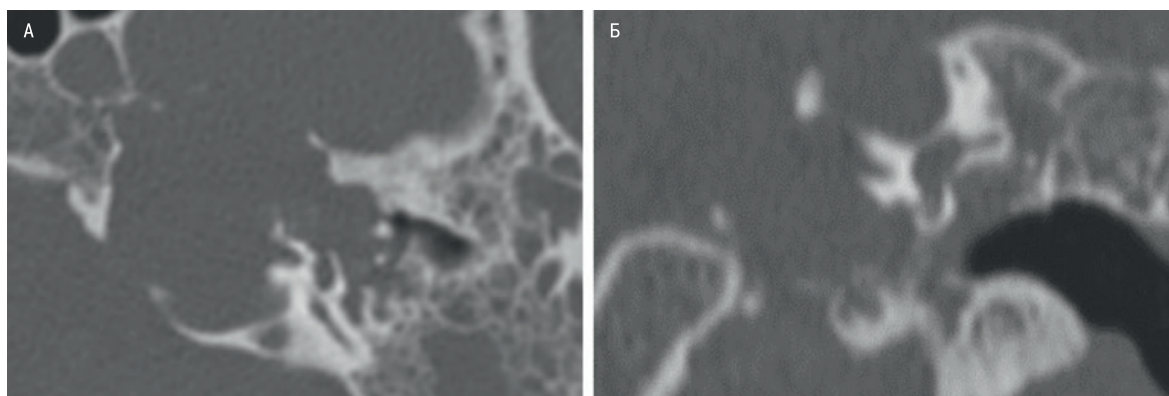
Предоперационная КТ височных костей в аксиальной (А) и коронарной (В) проекциях
